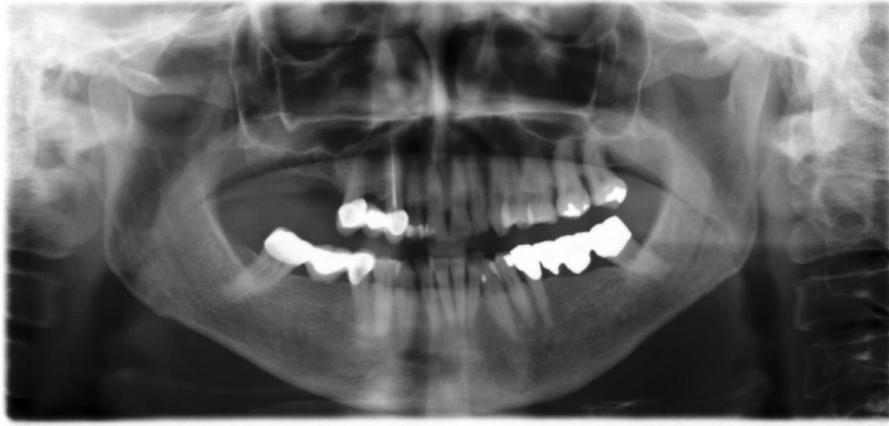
A. Valoración radiológica inicial mediante ortopantomografía.
